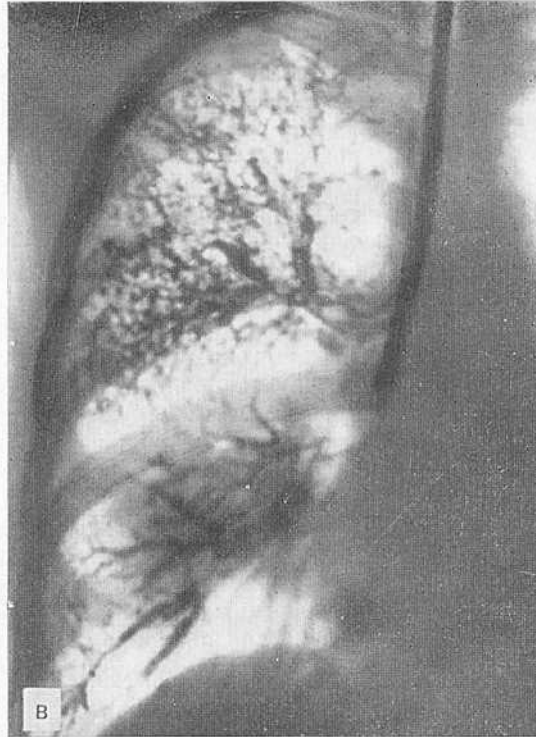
Суперэкспонированная рентгенограмма: прямая (а), боковая (б) томограммы; бронхограмма больного «прикрытым абсцессом» правого легкого (в).
